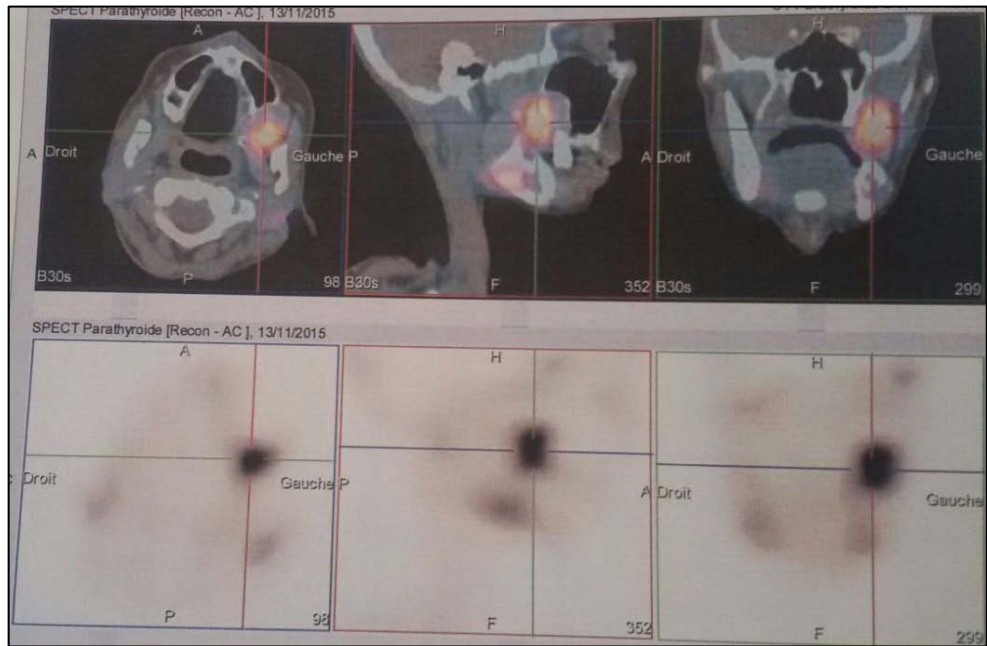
Image tomoscintigraphique montrant une plage d'hyperfixation correspondant à une tumeur brune au niveau maxillaire gauche
